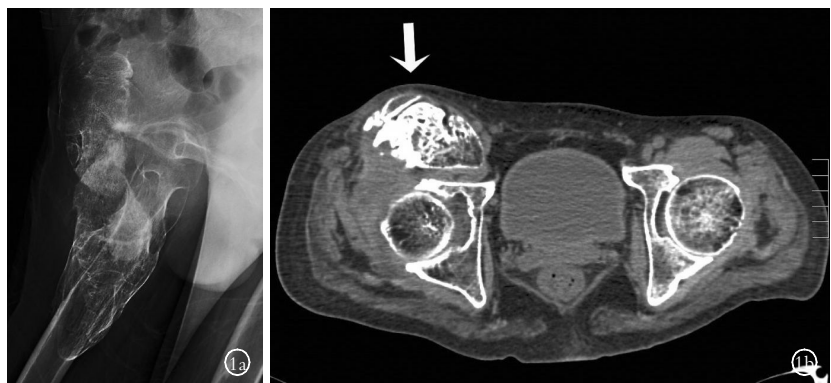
患者, 男, 41 岁, 截瘫后异位骨化致髋关节僵直 1a. 术前右侧髋关节侧位 X 线片示髂骨下缘、股骨颈、股骨小转子及股骨干上段骨质形态不规则, 边缘不规则突出至周围软组织, 表面不光滑, 其内密度不均 1b. 术前髋关节 CT 示右侧髂腰肌内异常高密度钙化影
